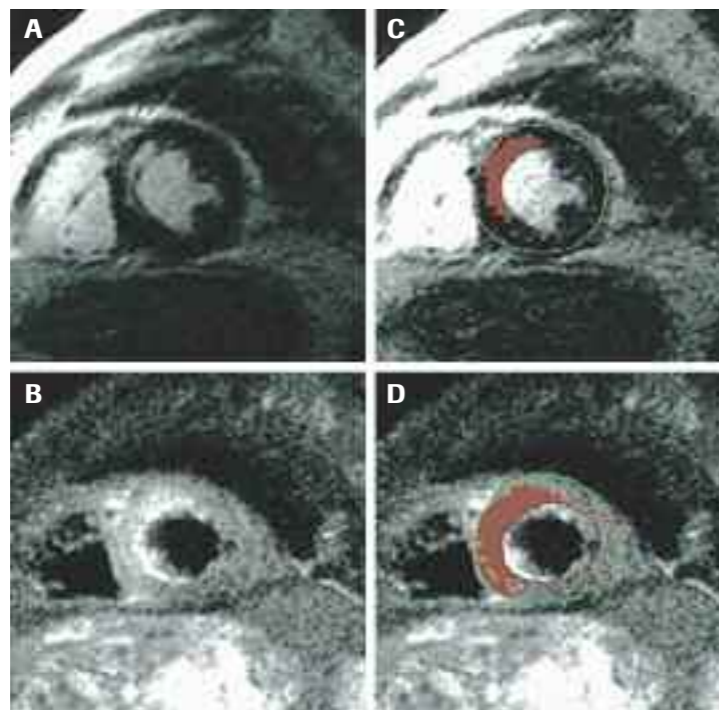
Immagine di infarto miocardico acuto anteriore. Nell'immagine dopo contrasto in A è visibile il late gadolinium enhancement la cui area è stata delimitata da un software semiautomatico in C; nella sequenza T2 in B è visibile l'area a rischio ben più estesa rispetto alla necrosi finale, come evidenziato dalla superficie in D. Modificata da Friedrich MG, Abdel-Aty H, Taylor A, et al. *The Salvaged Area at Risk in Reperfused Acute Myocardial Infarction as Visualized by Cardiovascular Magnetic Resonance*. *J Am Coll Cardiol* 2008; 51: 1581-7.
